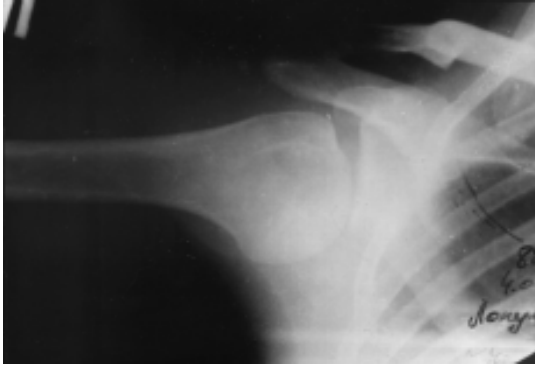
Рентгенологічні ознаки післятравматичних деформацій голівки плеча: пошкодження Hill-Sach (передньозадня проекція).
